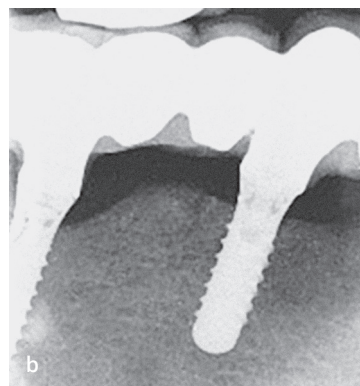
б Клінічні та рентгенологічні зображення здорових тканин навколо імплантату через 8 років після імплантації. Зверніть увагу на відсутність запалення при зондуванні, кишень і втрати кісткової тканини.
